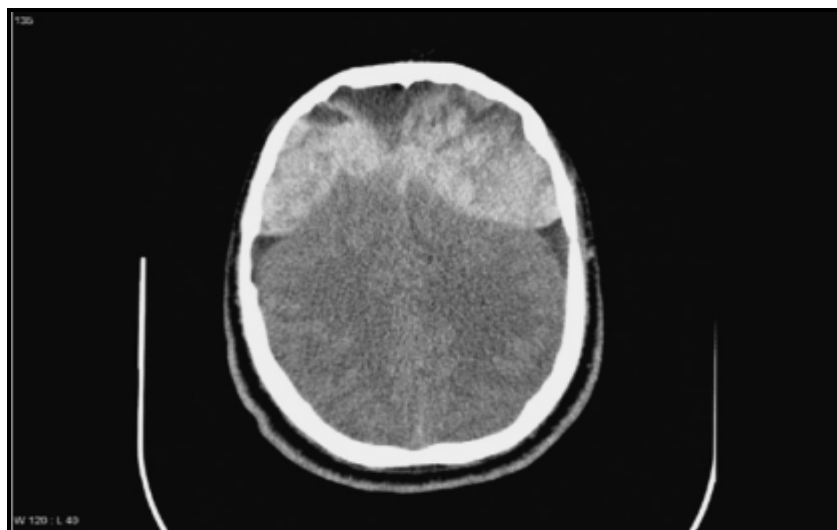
TDM postopératoire à H3 montrant un volumineux hématome extradural bifocal après dérivation interne du LCR.
